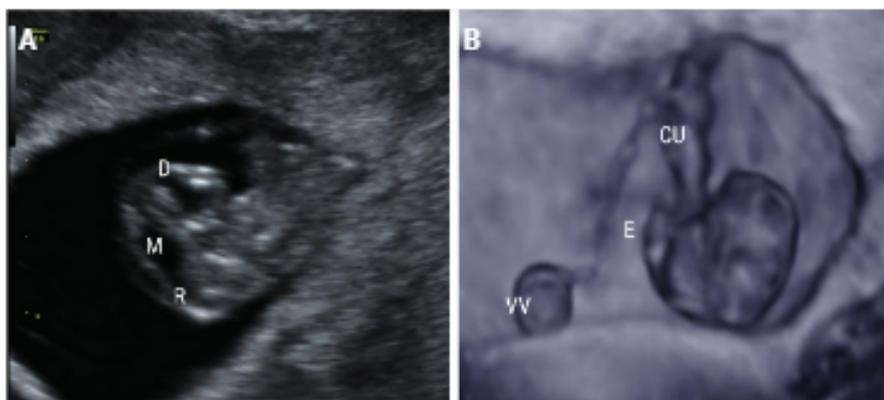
A) Ecografía transvaginal en la semana 8 + 4 en la que se observa en el plano sagital el diencéfalo [D], el mesencéfalo [M] y el cuarto ventrículo. B) Ecografía 3D, en la que se identifican más claramente los esbozos de las extremidades superiores e inferiores [E], el origen e inserción del cordón umbilical [CU] y la separación de la vesícula vitelina [VV] del embrión.
